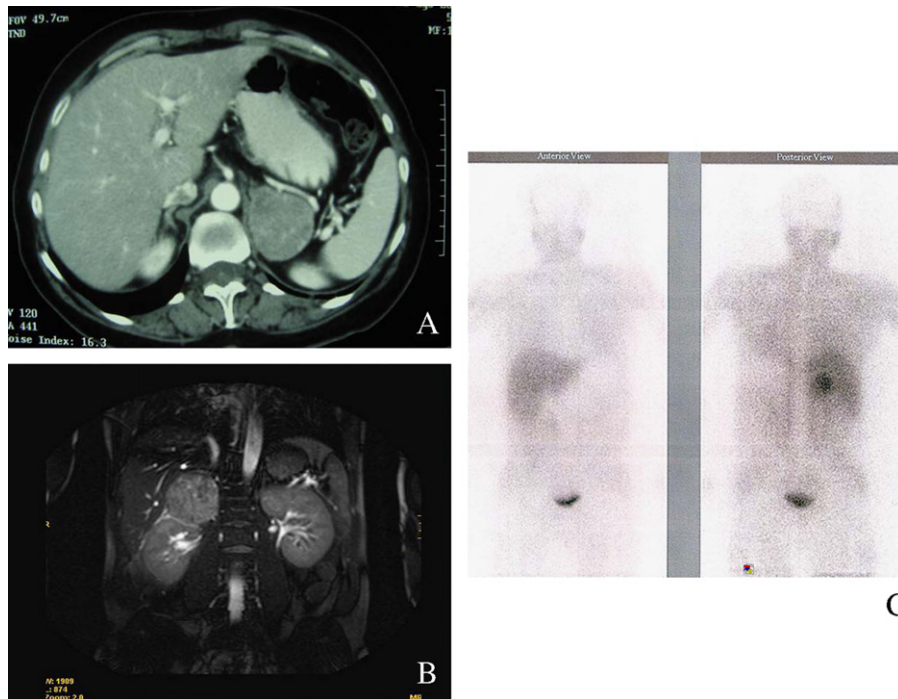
A) Imagen de TC correspondiente a masa suprarenal izquierda. B) RMN donde se aprecia lesión feocromocitoma izquierdo. C) Estudio de suprarenales con metayodobencilguanidina.
